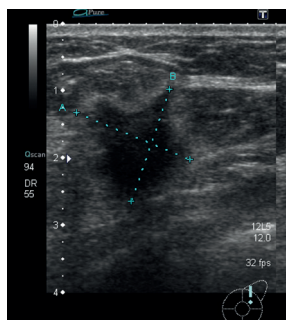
51y, f, Mamma CA (cT2), Sonographie
